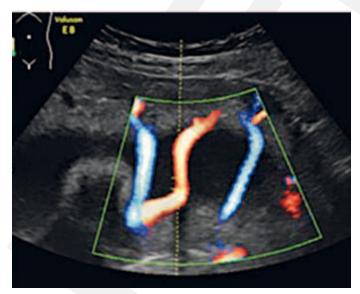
Sonographisches Korrelat
